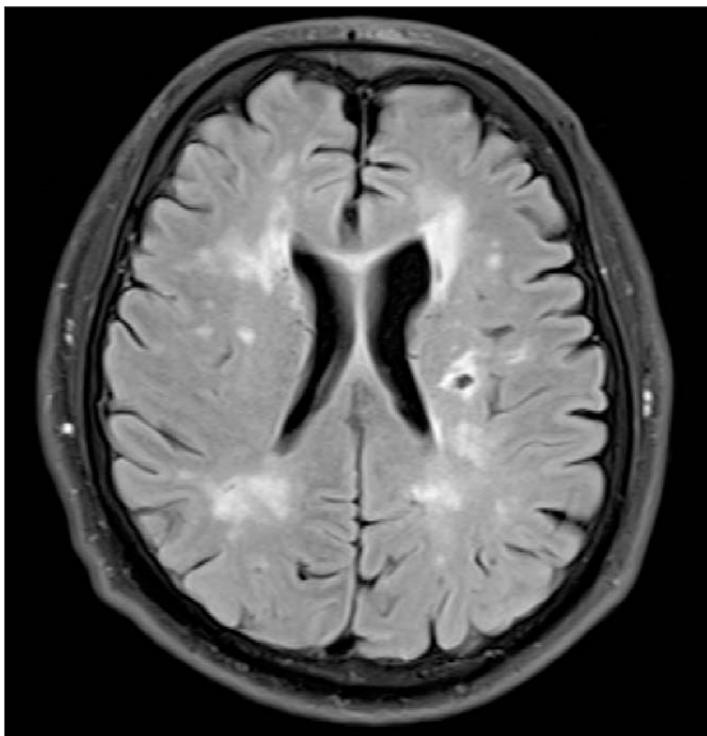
Лакунарный инфаркт и лейкоарез (МРТ 3 Тесла)
